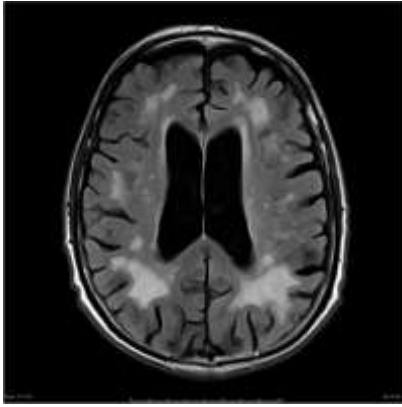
Рисунок К-КТ больного А, 1955 г.р., история болезни № 19-18548КС
